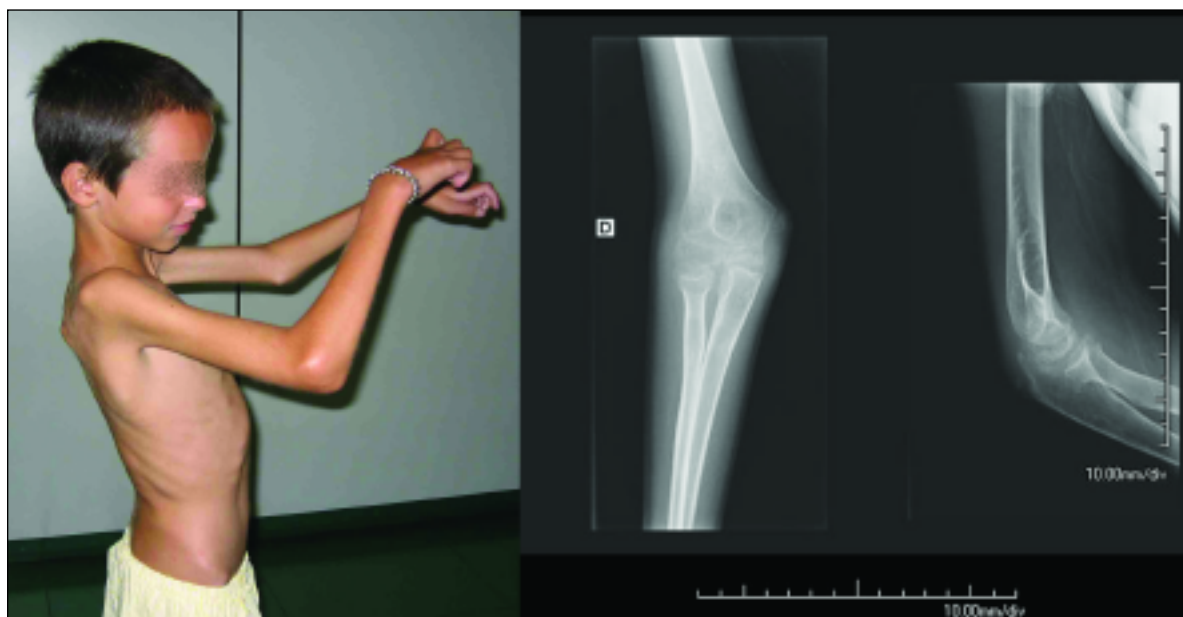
Limitação para elevação de ombros, extensão de cotovelos e flexão de punhos e radiografia de cotovelo direito.
